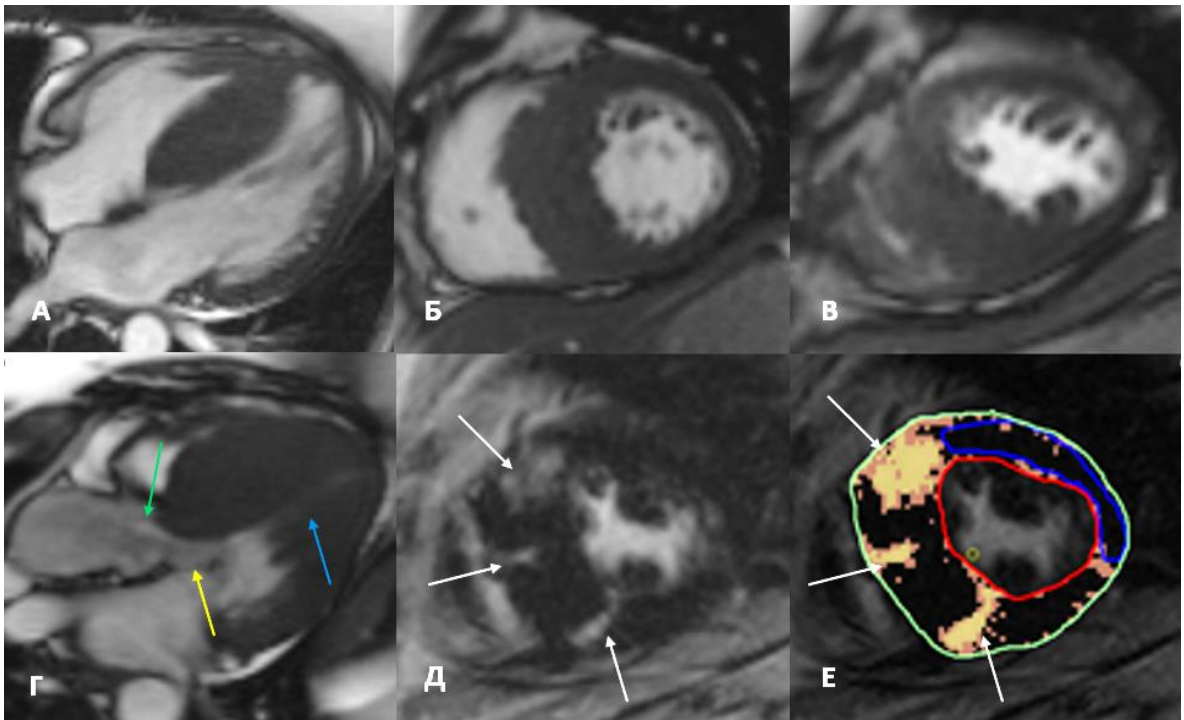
МРТ сердца у пациента М. А-Г кино МРТ сердца: А – четырехкамерная проекция, Б-В – короткая ось ЛЖ, Г – трехкамерная проекция через ВТЛЖ. Е - пример проведения количественной оценки фиброза миокарда с помощью программы cvi 42.
